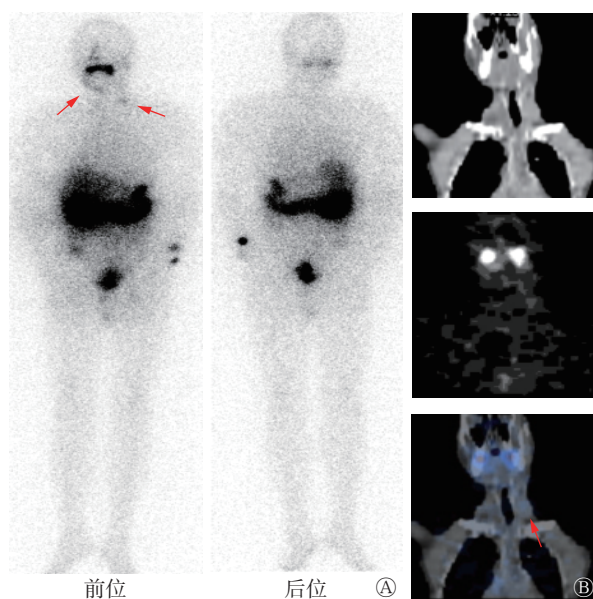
放射性碘难治性分化型甲状腺癌患者(男性, 69 岁)再次¹³¹I 内照射治疗后的¹³¹I 全身显像图和颈部冠状面 SPECT/CT 图 A 为¹³¹I 全身显像图, 示双侧颈部转移灶(红色箭头所示); B 从上到下依次为颈部 CT、SPECT 和 SPECT/CT 图, 示左颈部转移灶(红色箭头所示)。SPECT 为单光子发射计算机断层摄影术; CT 为计算机断层摄影术
